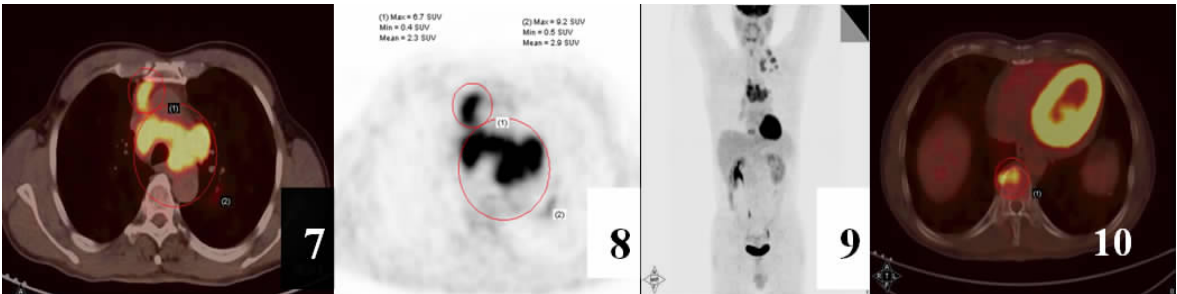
~ 10 患者男, 52 岁, 胸闷及胸痛半年余, 进食哽咽 1 个月, PET-CT 发现纵隔内肿块(图 7、8)伴左锁骨上淋巴结转移(图 9)及胸椎骨转移(图 10), 术后为纵隔小细胞型神经内分泌癌
